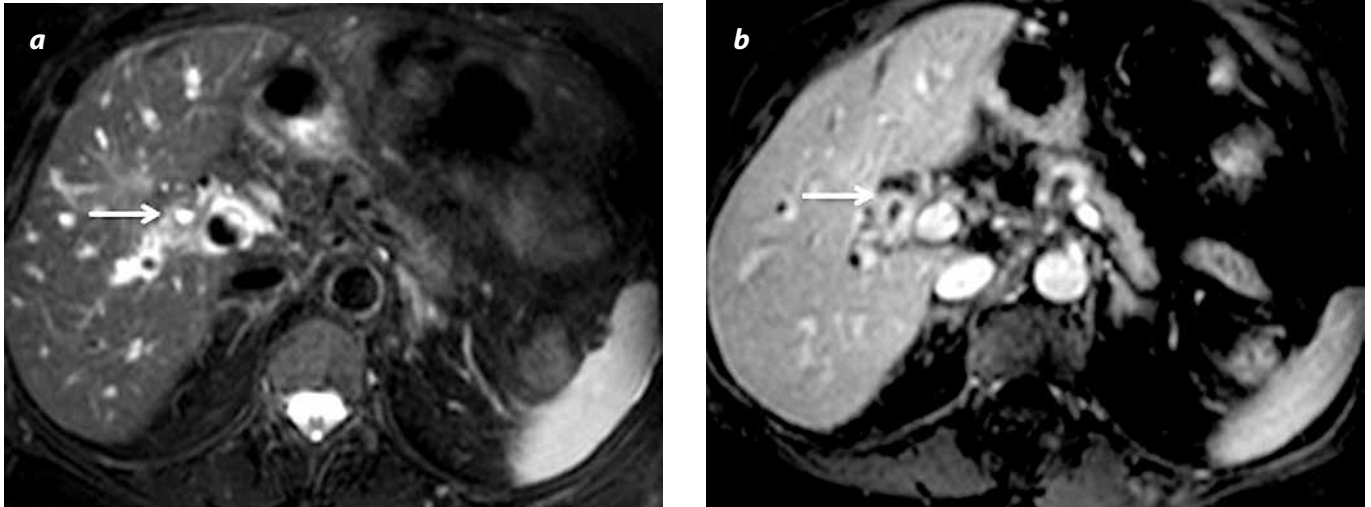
Colangiocarcinoma periductal infiltrante del conducto hepático común. a) RM con información T2 y supresión grasa: engrosamiento mural segmentario del conducto hepático común (flecha). b) RM con información T1 y medio de contraste en fase portal: Realce mural (flecha).
